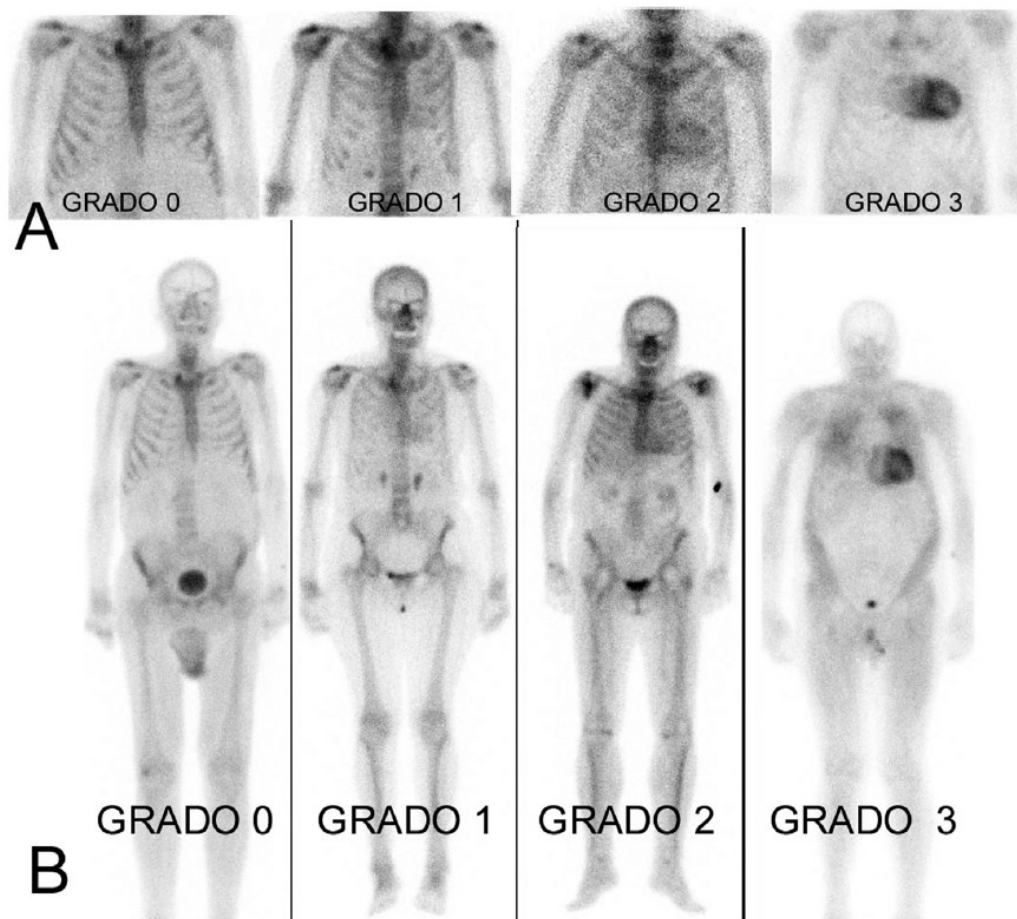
Nella figura³³ sono visibili le immagini di scintigrafia con tecnezio 99 nei vari livelli di captazione. A) rispetto alle coste adiacenti: grado 0, captazione assente; grado 1, captazione inferiore a quella delle coste; grado 2, captazione simile o maggiore di quella costale; grado 3, captazione maggiore di quella costale e dello sterno. B) secondo il Perugini score: grado 0, captazione assente; grado 1, captazione inferiore a quella costale; grado 2, captazione simile o maggiore di quella costale; grado 3, captazione simile o maggiore di quella costale e riduzione della captazione ossea.
